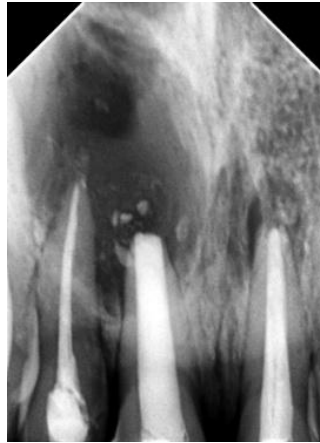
Radiografía final de control de la obturación endodóntica de la pieza 12
